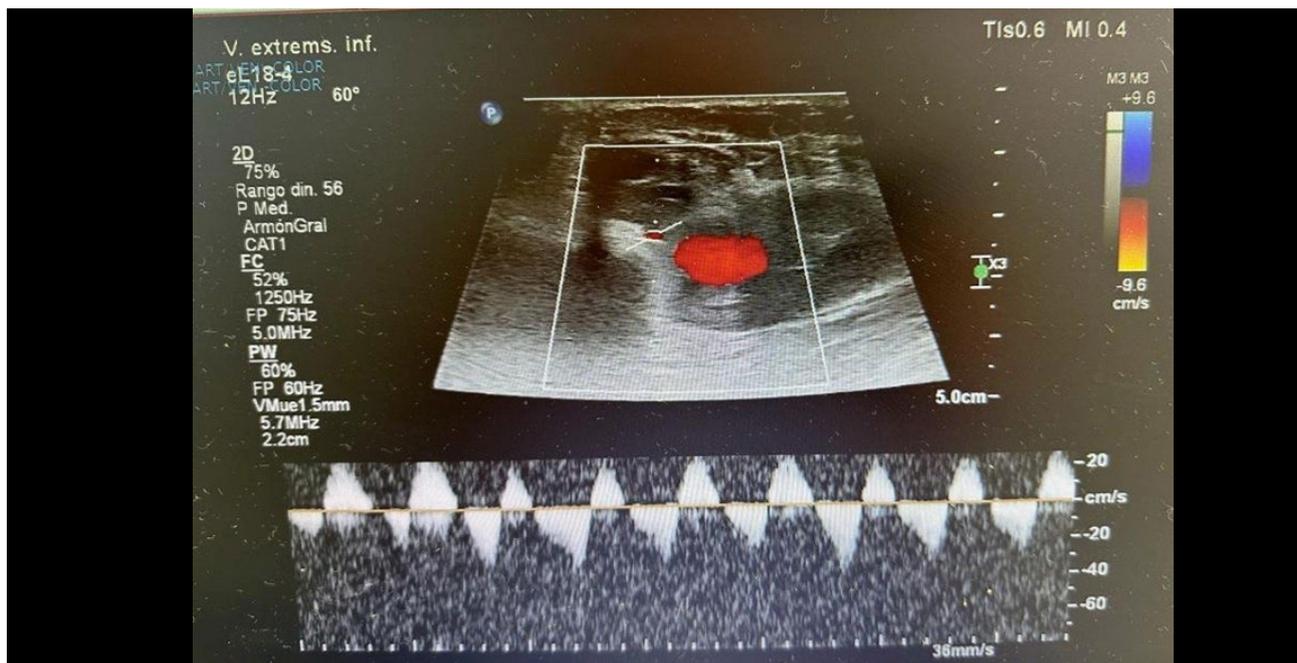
Ecodoppler, en la parte inferior se observa la curva de flujo en vaivén, en el cuello del pseudoaneurisma. Lo marcado en rojo es el punto donde se detecta el flujo.
